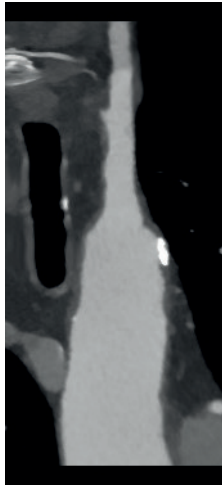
Левая подключичная артерия по данным МСКТ-ангиографии.
